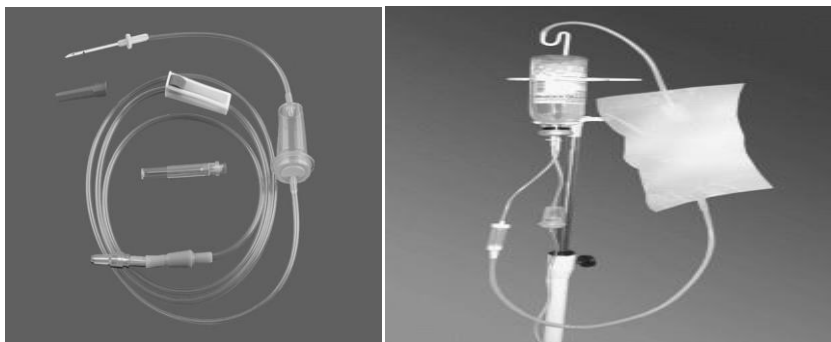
Подготовка капельницы к инфузии.
